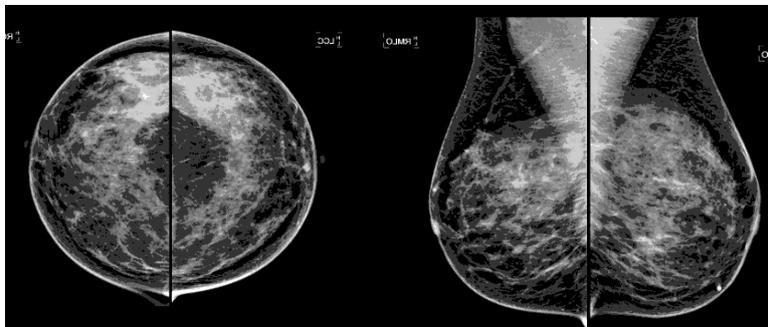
Рентгенологически плотные молочные железы категории С - участки плотной фиброгландулярной ткани могут скрывать мелкие образования
